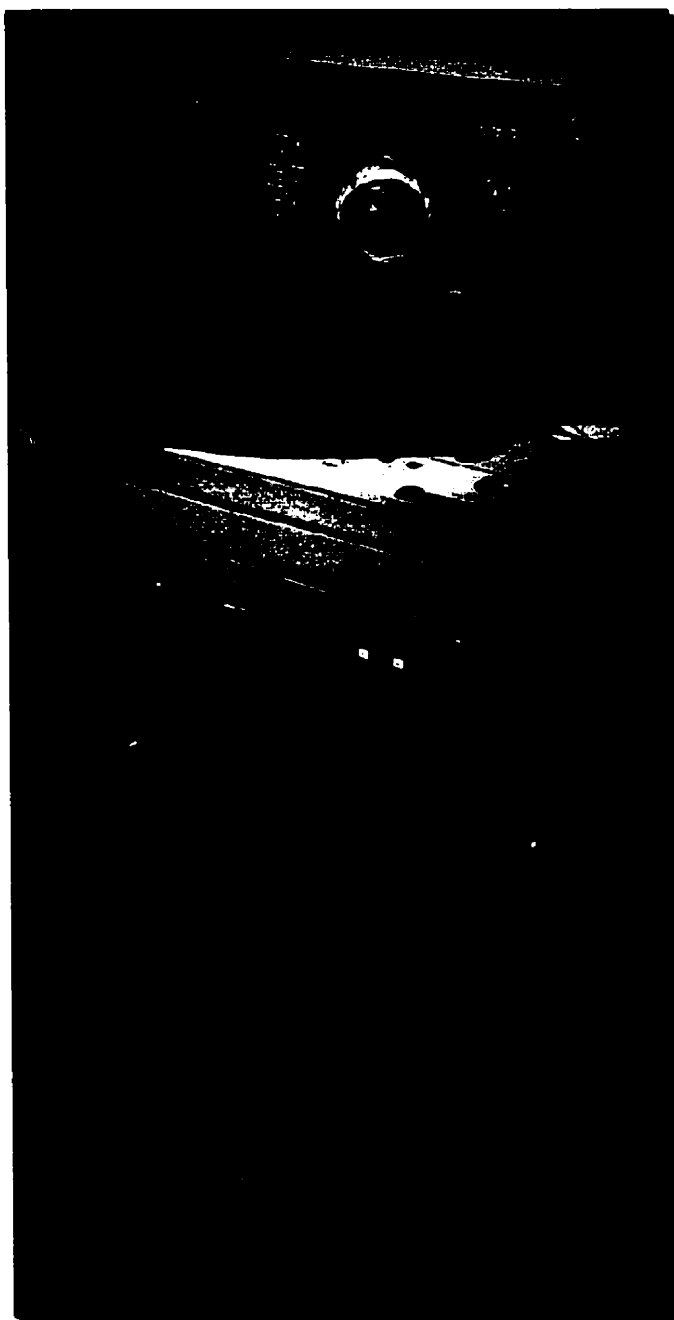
Appareil d'endoscopie ultrasonique.
